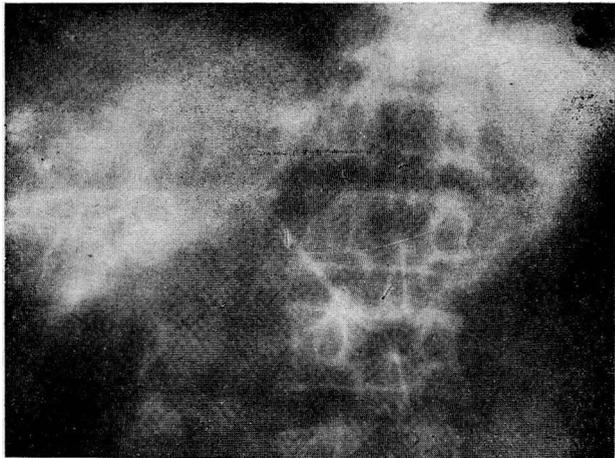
Radiografía obtenida 6 segundos después de terminada la inyección. Se visualiza solamente las finas ramificaciones de la porta.
